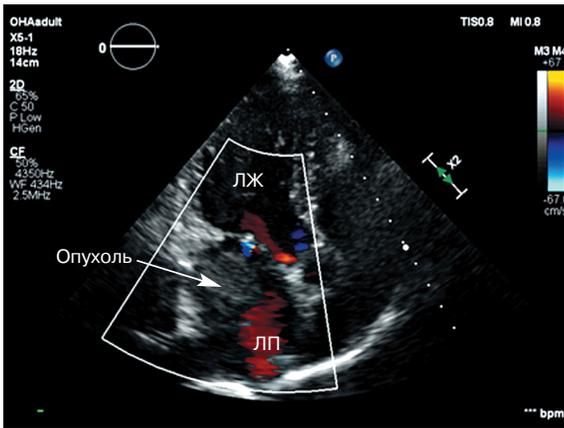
Эхокардиография, пятикамерная позиция, доплерография
